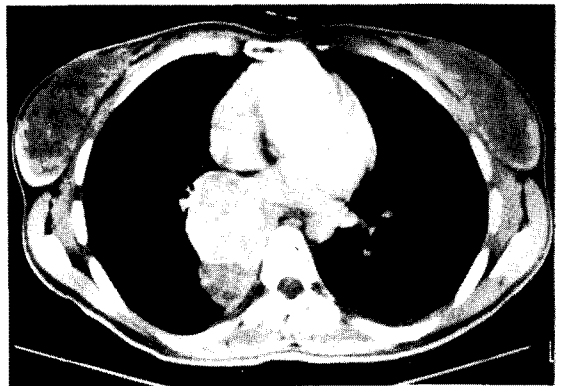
Chest CT; About 6 cm sized solid mass was in the proximal portion of the right intermediate bronchus. The mass had central calcification. And below the mass, the right lower lobe was collapsed and it's bronchi had been changed into the cystic destruction with multiple septa. Also multiple calcifications of the lymph node were in the right lower tracheal and hilar area.
